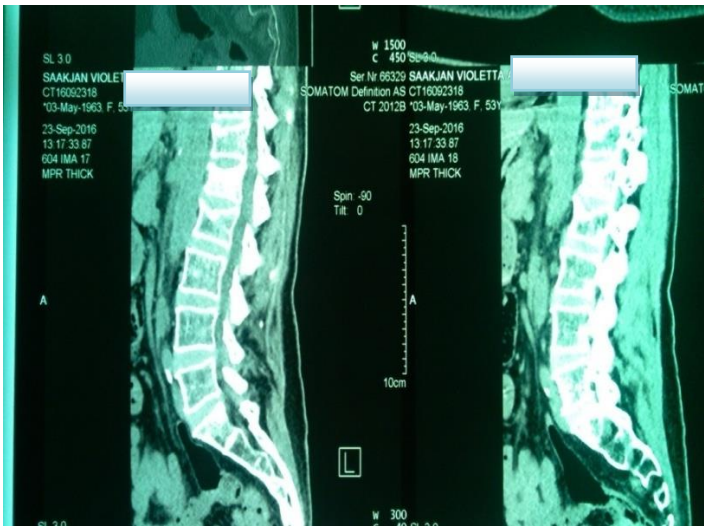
Пацієнтка С. 53 р., КТ картина поперекового відділу хребта, компресійний перелом L1 хребця II ст. Osteохондроз, деформуючий спондиліоз, спондилоартроз попереково-крижового відділу хребта з наявністю протрузії диска L3-L4, L5-S1.
